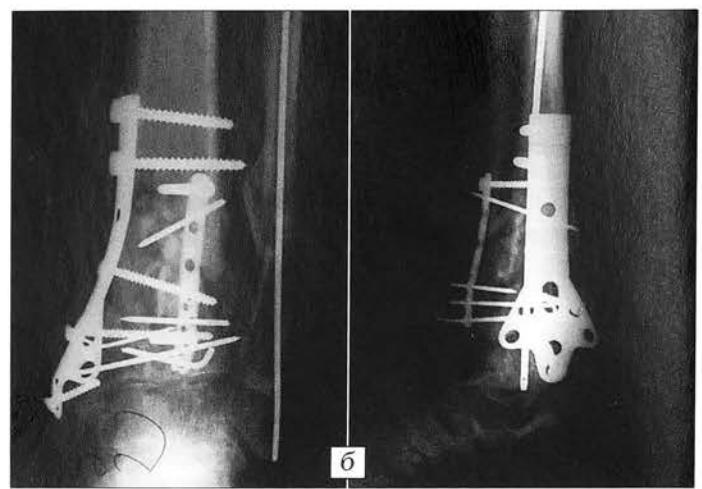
Рентгенограммы больного К. 66 лет. Многооскольчатый компрессионный перелом дистального метаэпифиза большеберцовой кости (вариант Д).
